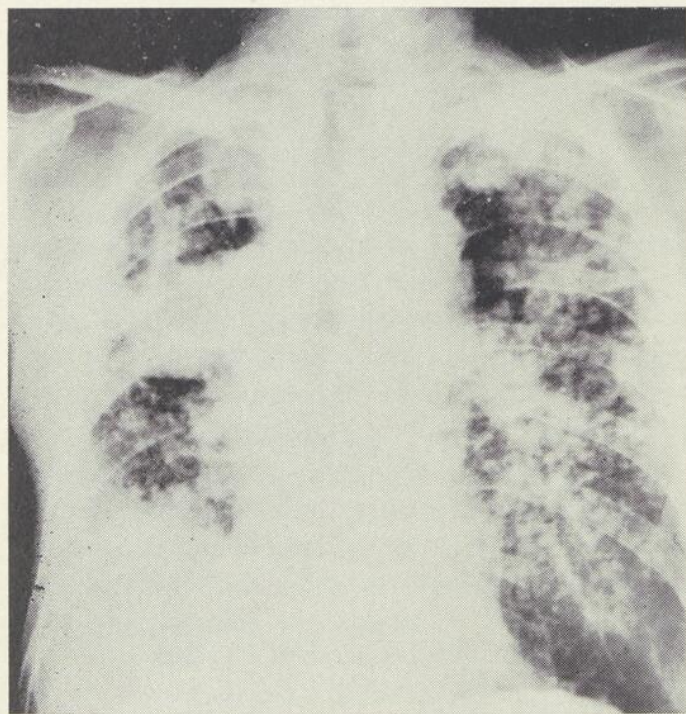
Cette radiographie illustre l'association tuberculose pulmonaire et Silicose.
